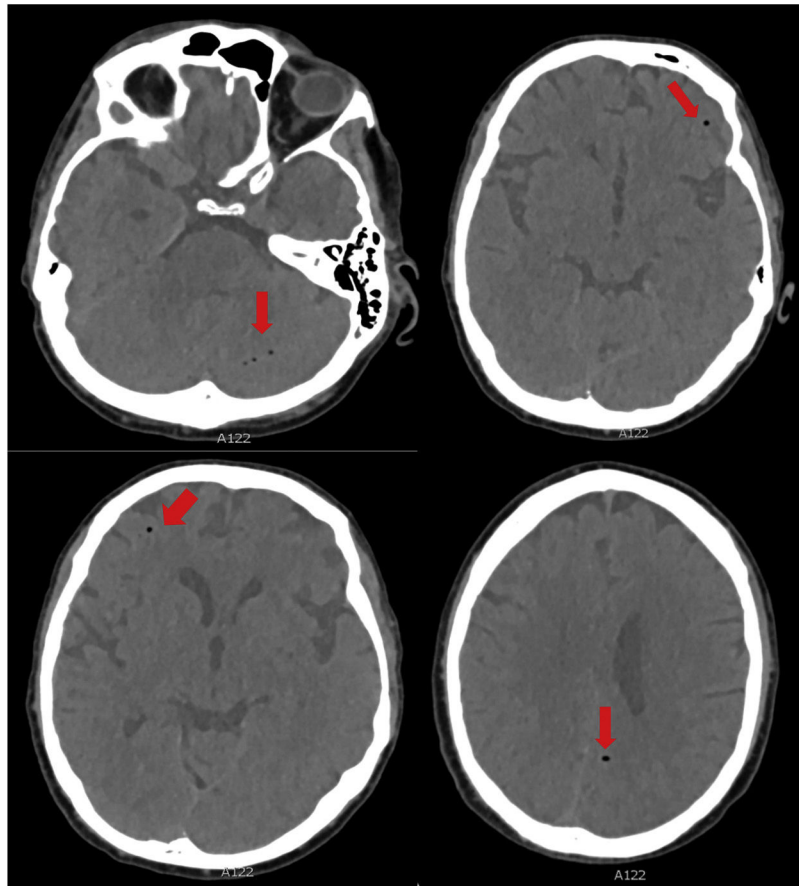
TC craneal con múltiples burbujas de aire en ambos lóbulos frontales y parietales, lóbulo temporal izquierdo, hemisferio cerebeloso izquierdo y ambas fosas pterigomaxilares, imagen compatible con embolismo aéreo.
